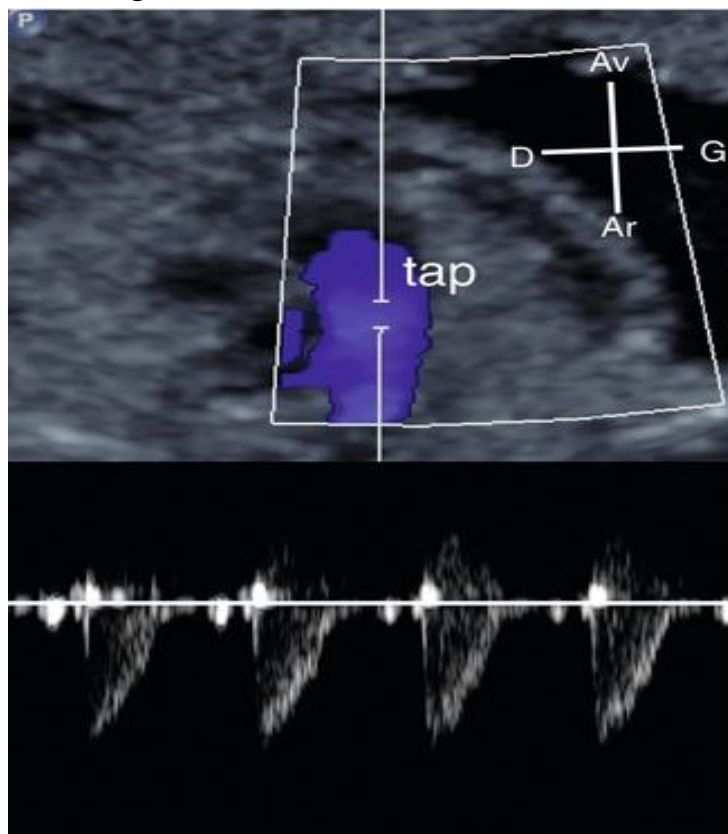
Flux pulmonaire en Doppler pulsé. Le flux est systolique monophasique. tap : tronc de l'artère pulmonaire[12].
